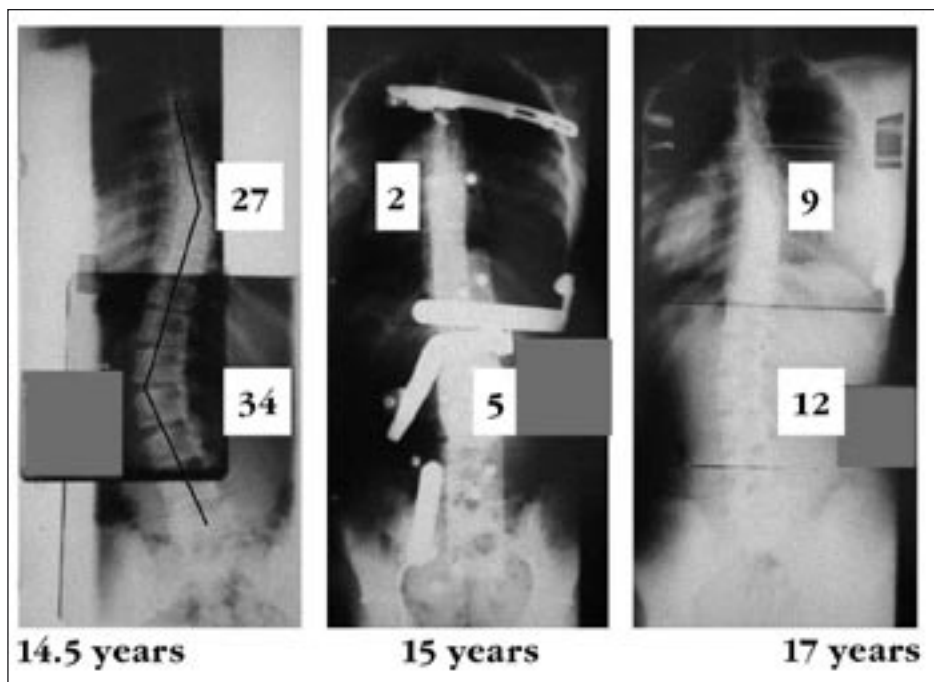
X-ray of spine in standing (anteroposterior view) of the patient without and with the corrective brace, thoracic and lumbar curves are highlighted in degrees
